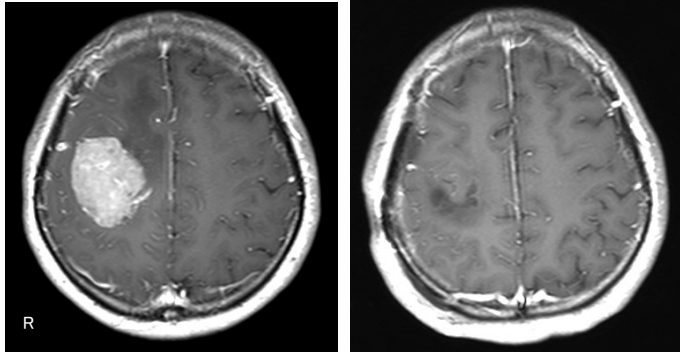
頭部MRI(ガドリニウム造影)。左:術前 右:術後。
